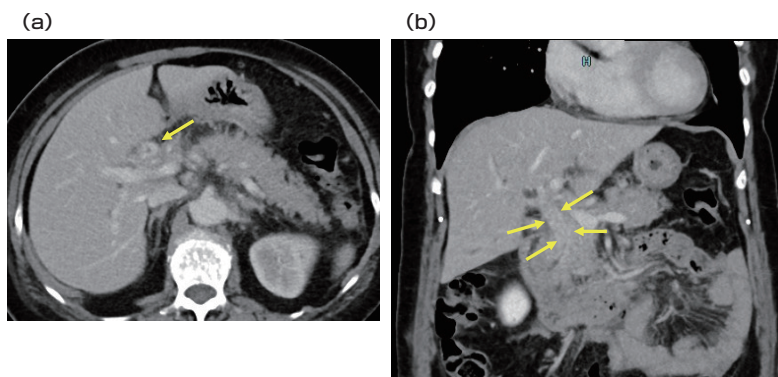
造影CT(a:後期相水平断, b:後期相冠状断)
